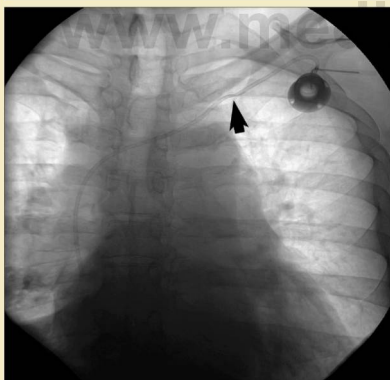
Radiografía de tórax frontal que muestra una deformidad de pinzamiento de grado 1 (flecha) del catéter de un puerto subclavio izquierdo. (Por cortesía de David Hayes, MD.)
